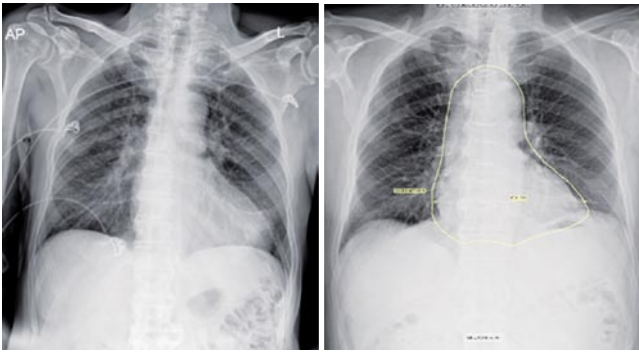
Рентгенография органов грудной клетки до операции (слева) и после (справа) в прямой проекции.
